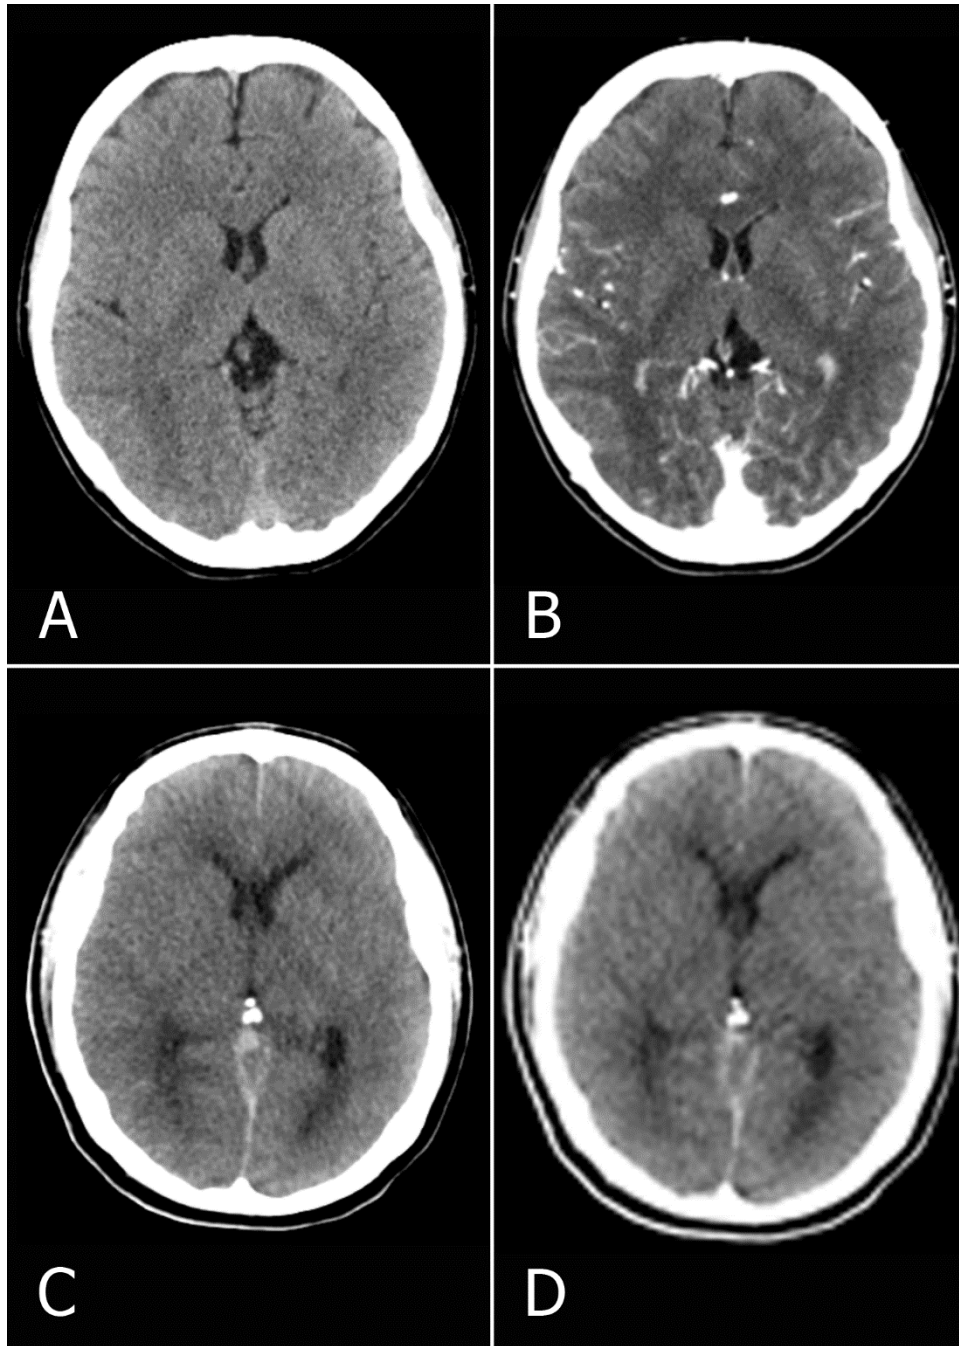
Imágenes de TC que muestran los cambios de atenuación de rayos X en las regiones cerebrales de un paciente con un diagnóstico de muerte cerebral.
